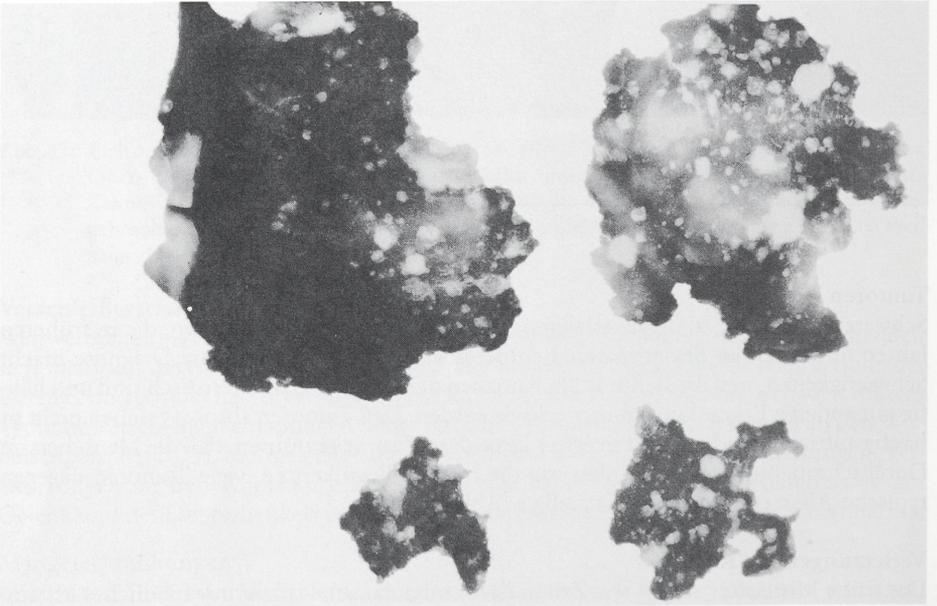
Eichstetten Grab 158; 2. Hälfte 6. Jh.; Frau, Alter: 60–80 Jahre: Röntgenbild mit Schädelfragmenten, die eine Vielzahl von rundlichen, unregelmäßig begrenzten Osteolyseherden (Knochenauflösung) zeigen. Wahrscheinlich die Folgen eines bösartigen Tumors, der vom Knochenmark ausgeht (medulläres Plasmocytom), im höheren Lebensalter auftritt und meist innerhalb von ein bis zwei Jahren nach Auftreten zum Tode führt.
